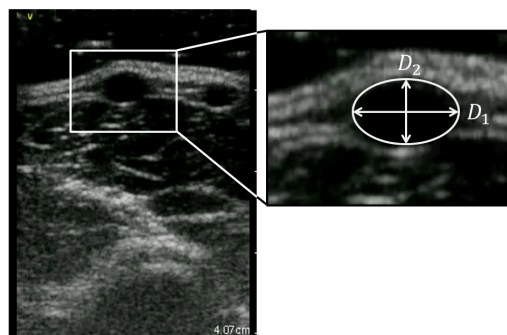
The ultrasonic image of a vein.
